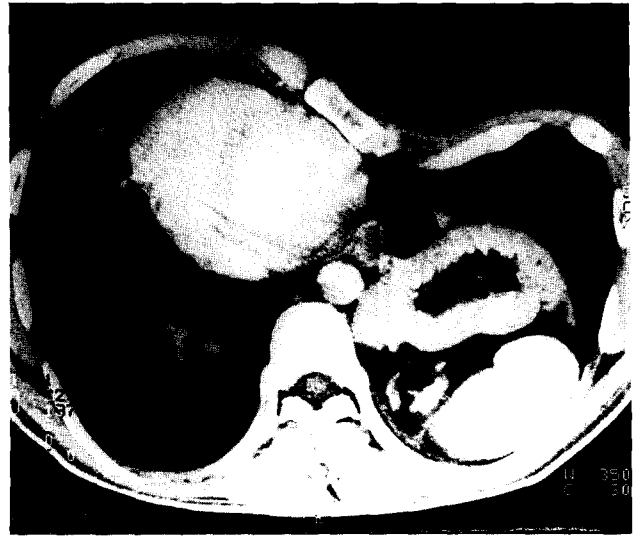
preoperative chest CT
